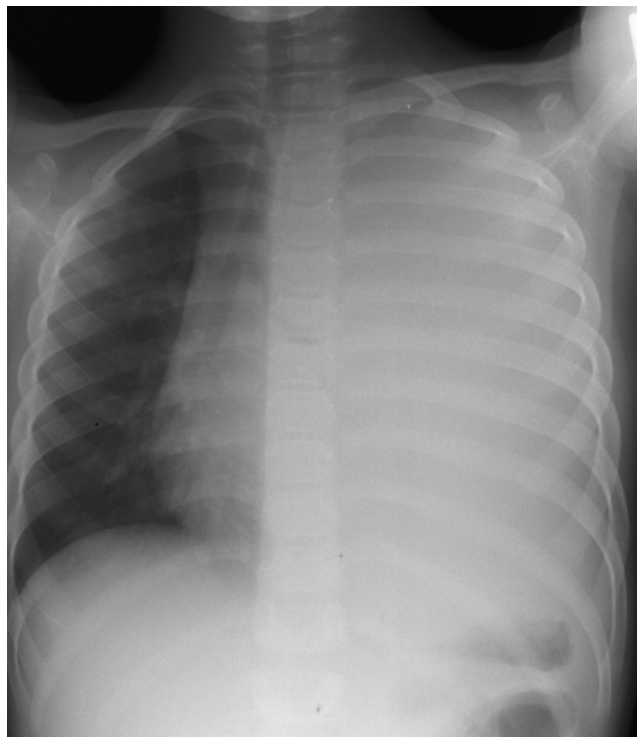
präoperatives Röntgen-Thorax: vollständige Verschattung der linken Lunge nach dreiwöchiger Erkrankungsdauer, Punktion und Drainage
